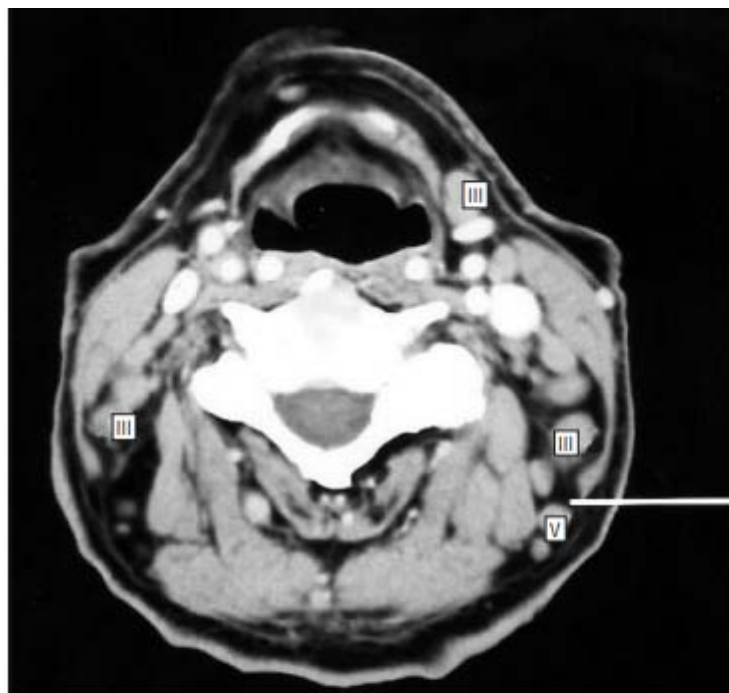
Axial postcontrast computed tomographic scan of the neck just caudal to the hyoid bone. A transverse white line has been drawn through the posterior edge of the left sternocleidomastoid muscle. Note that level III nodes lie anterior to this line and include those nodes anterior to the carotid sheath structures (internal jugular nodes) as well as those deep to the sternocleidomastoid muscle (spinal accessory nodes). Posterior to the transverse line are level V nodes.
